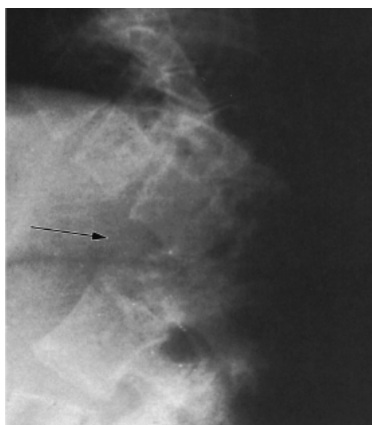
Tuberculose da coluna vertebral (mal de Pott). Radiografia mostrando comprometimento de vários corpos vertebrais da transição toracolombar com formação da gibapótica.
